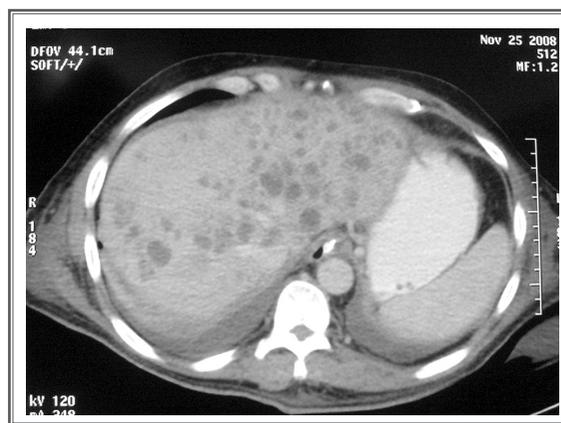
Tomografía computarizada de control un mes después. Muestra múltiples abscesos hepáticos, ya con tratamiento antibiótico inicial.
